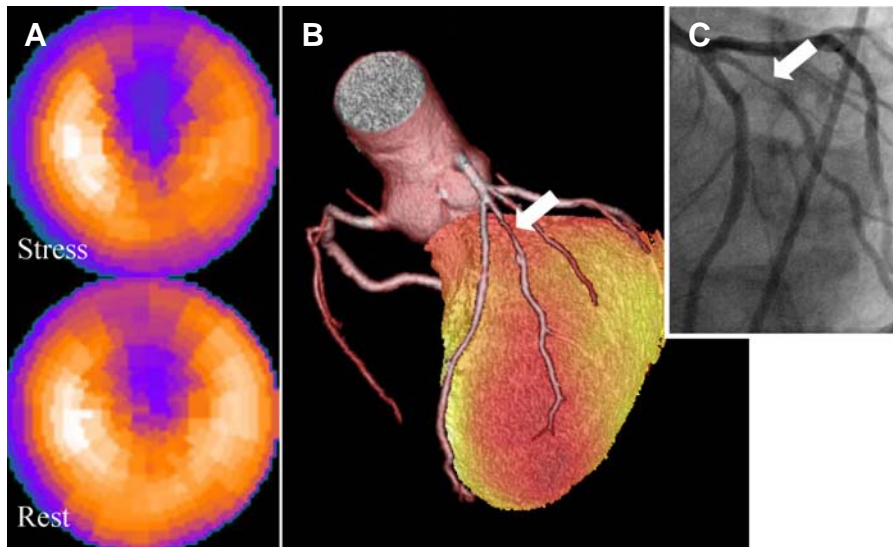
This is the fusion image of the patient with significant stenosis in radius intermedius artery. Polar maps of the stress and rest myocardial perfusion SPECT (A) show a reversible perfusion defect in the apex and anterior wall. The fusion image (B) was read as showing a single culprit lesion in radius intermediate artery (arrow). The orange color area demonstrates a region on myocardial hypoperfusion during stress. Invasive coronary angiography (C) results shows tubular eccentric stenosis 80% in radius intermedius artery.
